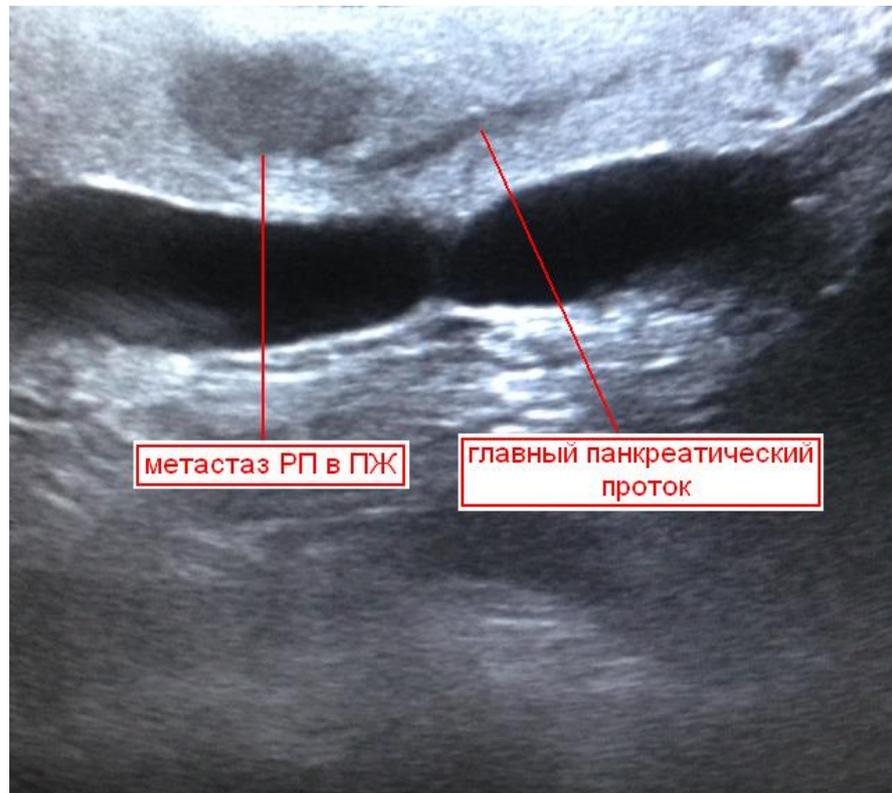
ИОУЗИ: метастаз РП в перешейке ПЖ
